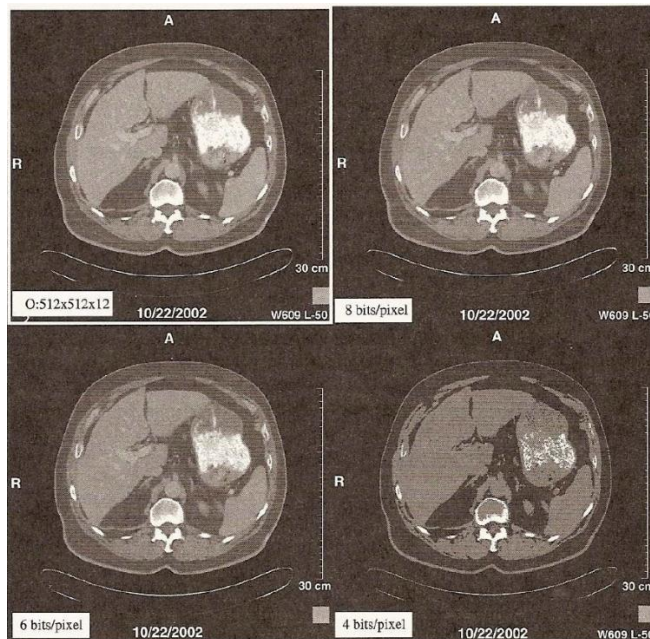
Tomografía (cuantificación y resolución) ⁶
